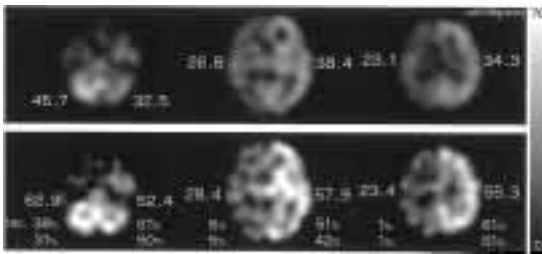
Occlusion of the right internal carotid artery, 50-year-old male. Quantitative images of rCBF at rest (top) and during Diamox study (bottom). The rate of increase values at the top are based on rCBF, and the values at the bottom are based on the SPECT counts.
